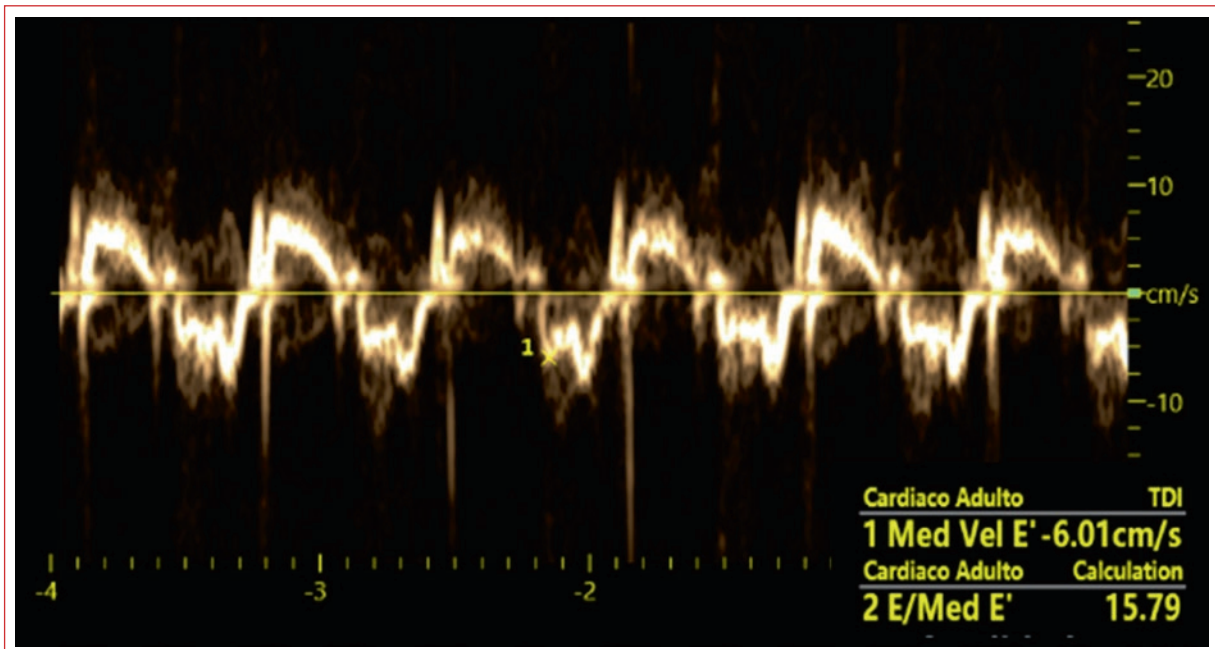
Doppler tisular del anillo mitral medial que muestra una onda e' disminuida, compatible con disfunción diastólica, y aumento de las presiones de llenado.
